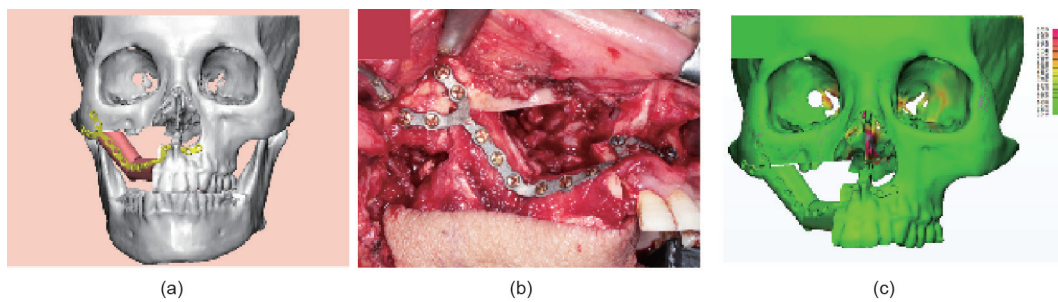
病例3。(a) 口腔图像显示患者右上颌有一个浅表皮坏死的巨大溃烂肿块。术前的虚拟手术中模拟切除坏骨，设计与骨轮廓匹配的患者个性化植入物；(b) 在手术导板的辅助下截取右腓骨瓣，并用患者匹配式植入物拼接固定腓骨段；(c) 根据彩色CT图像，此次重建手术精度较高。总结：术后面部轮廓对称，患者感到满意。
